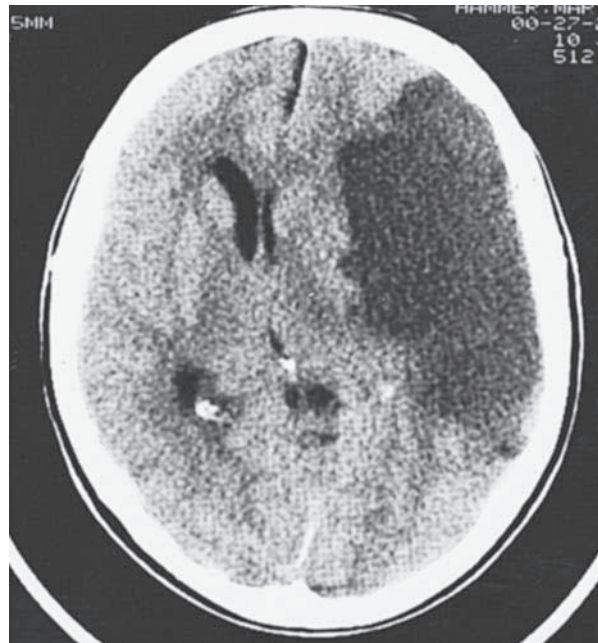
Infarto isquémico masivo del hemisferio cerebral izquierdo en la distribución de la arteria cerebral media. Estas imágenes de CT se tomaron 24 h (izquierda) y 72 h (derecha) después del inicio de los síntomas neurológicos. La segunda imagen demuestra edema notable del tejido infartado y desplazamiento de las estructuras centrales.
